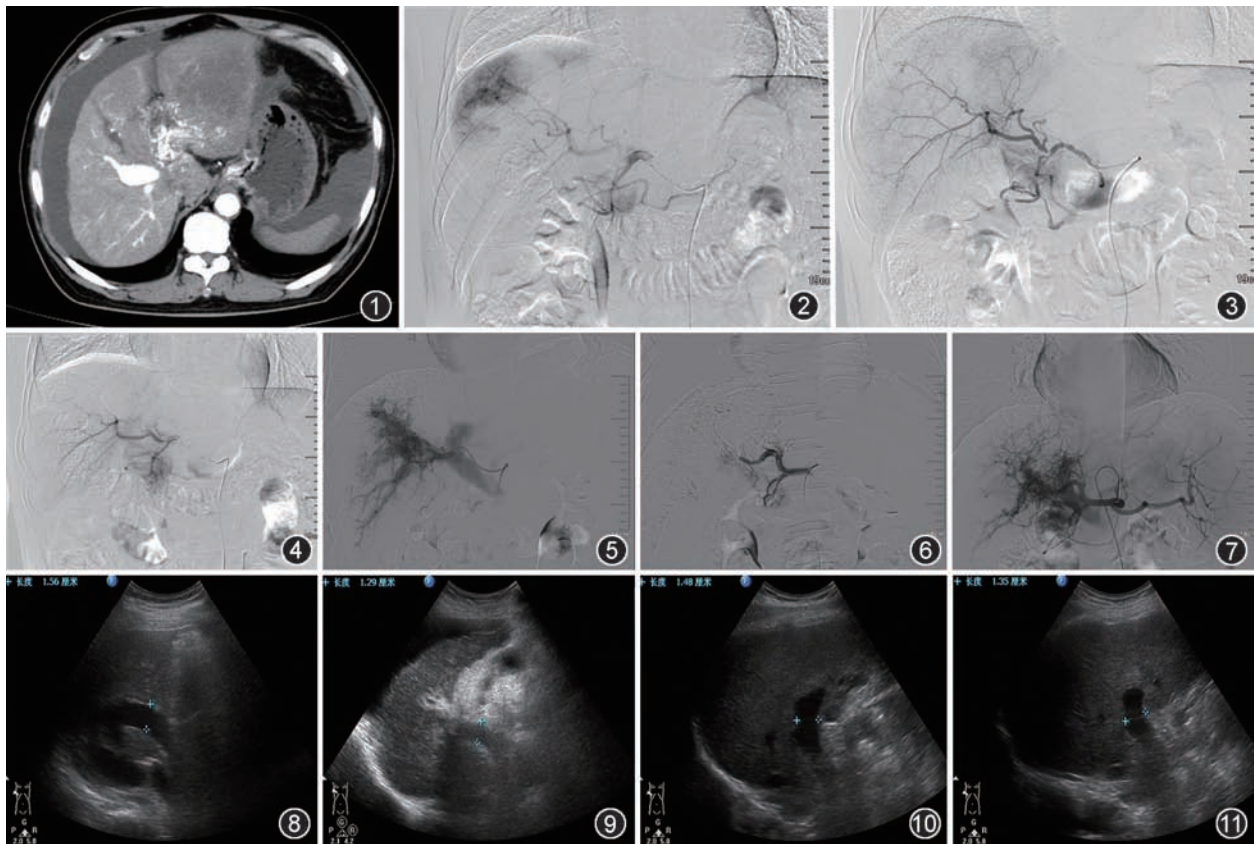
男,42岁,肝细胞癌(HCC)。CT增强扫描动脉期可见肝左叶肿块影,门静脉明显强化显影,提示门静脉分流 图2-4 男,49岁,试验组HCC患者。栓塞前肝动脉造影,可见2级肝动脉-门静脉分流及散在肿瘤染色影(图2);介入术中应用明胶海绵颗粒加无水乙醇混合物栓塞门静脉分流,栓塞至门静脉分流消失(图3);治疗后2个月复查肝动脉造影示门静脉分流消失,未见肿瘤染色(图4) 图5-7 女,63岁,对照组HCC患者。栓塞前肝动脉造影可见4级门静脉分流(图5);介入术中应用明胶海绵颗粒栓塞至门静脉分流基本消失(图6);治疗后2个月复查肝动脉造影示门静脉分流等级仍为4级(图7) 图8,9 男,48岁,试验组HCC患者。治疗前彩色多普勒示门静脉主干内径1.56 cm,内透声良好(图8);治疗后2个月复查彩色多普勒示门静脉主干内径1.29 cm,内透声良好(图9) 图10,11 男,50岁,对照组HCC患者。治疗前彩色多普勒示门静脉主干内径1.48 cm,内透声良好(图10);治疗后2个月复查彩色多普勒示门静脉主干内径1.35 cm,内透声良好(图11)
